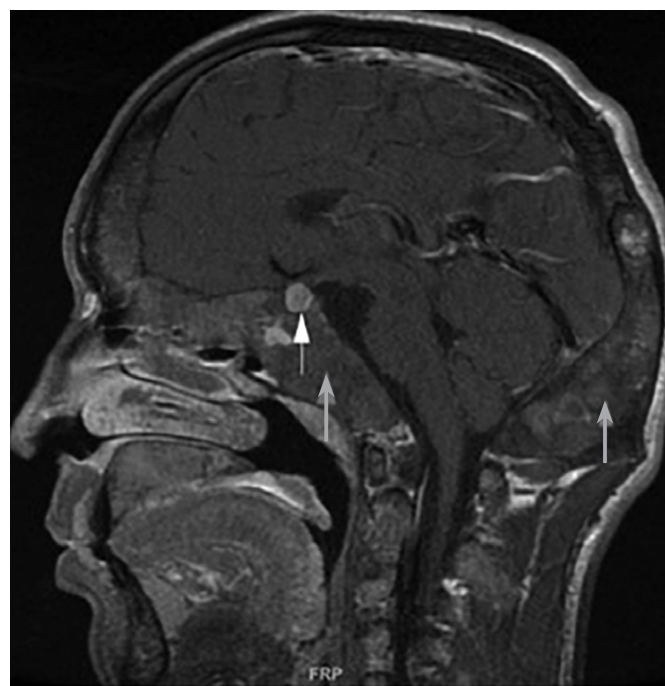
МРТ головного мозга пациента И. Очаги фиброзной дисплазии в затылочной кости (серая стрелка).
